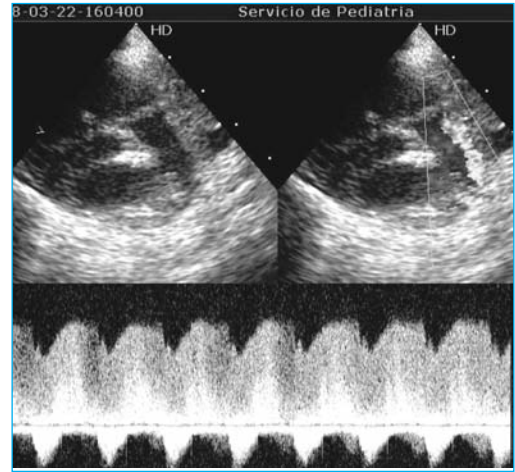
Eje paraesternal corto. Visión del ductus y el flujo de doppler continuo.
